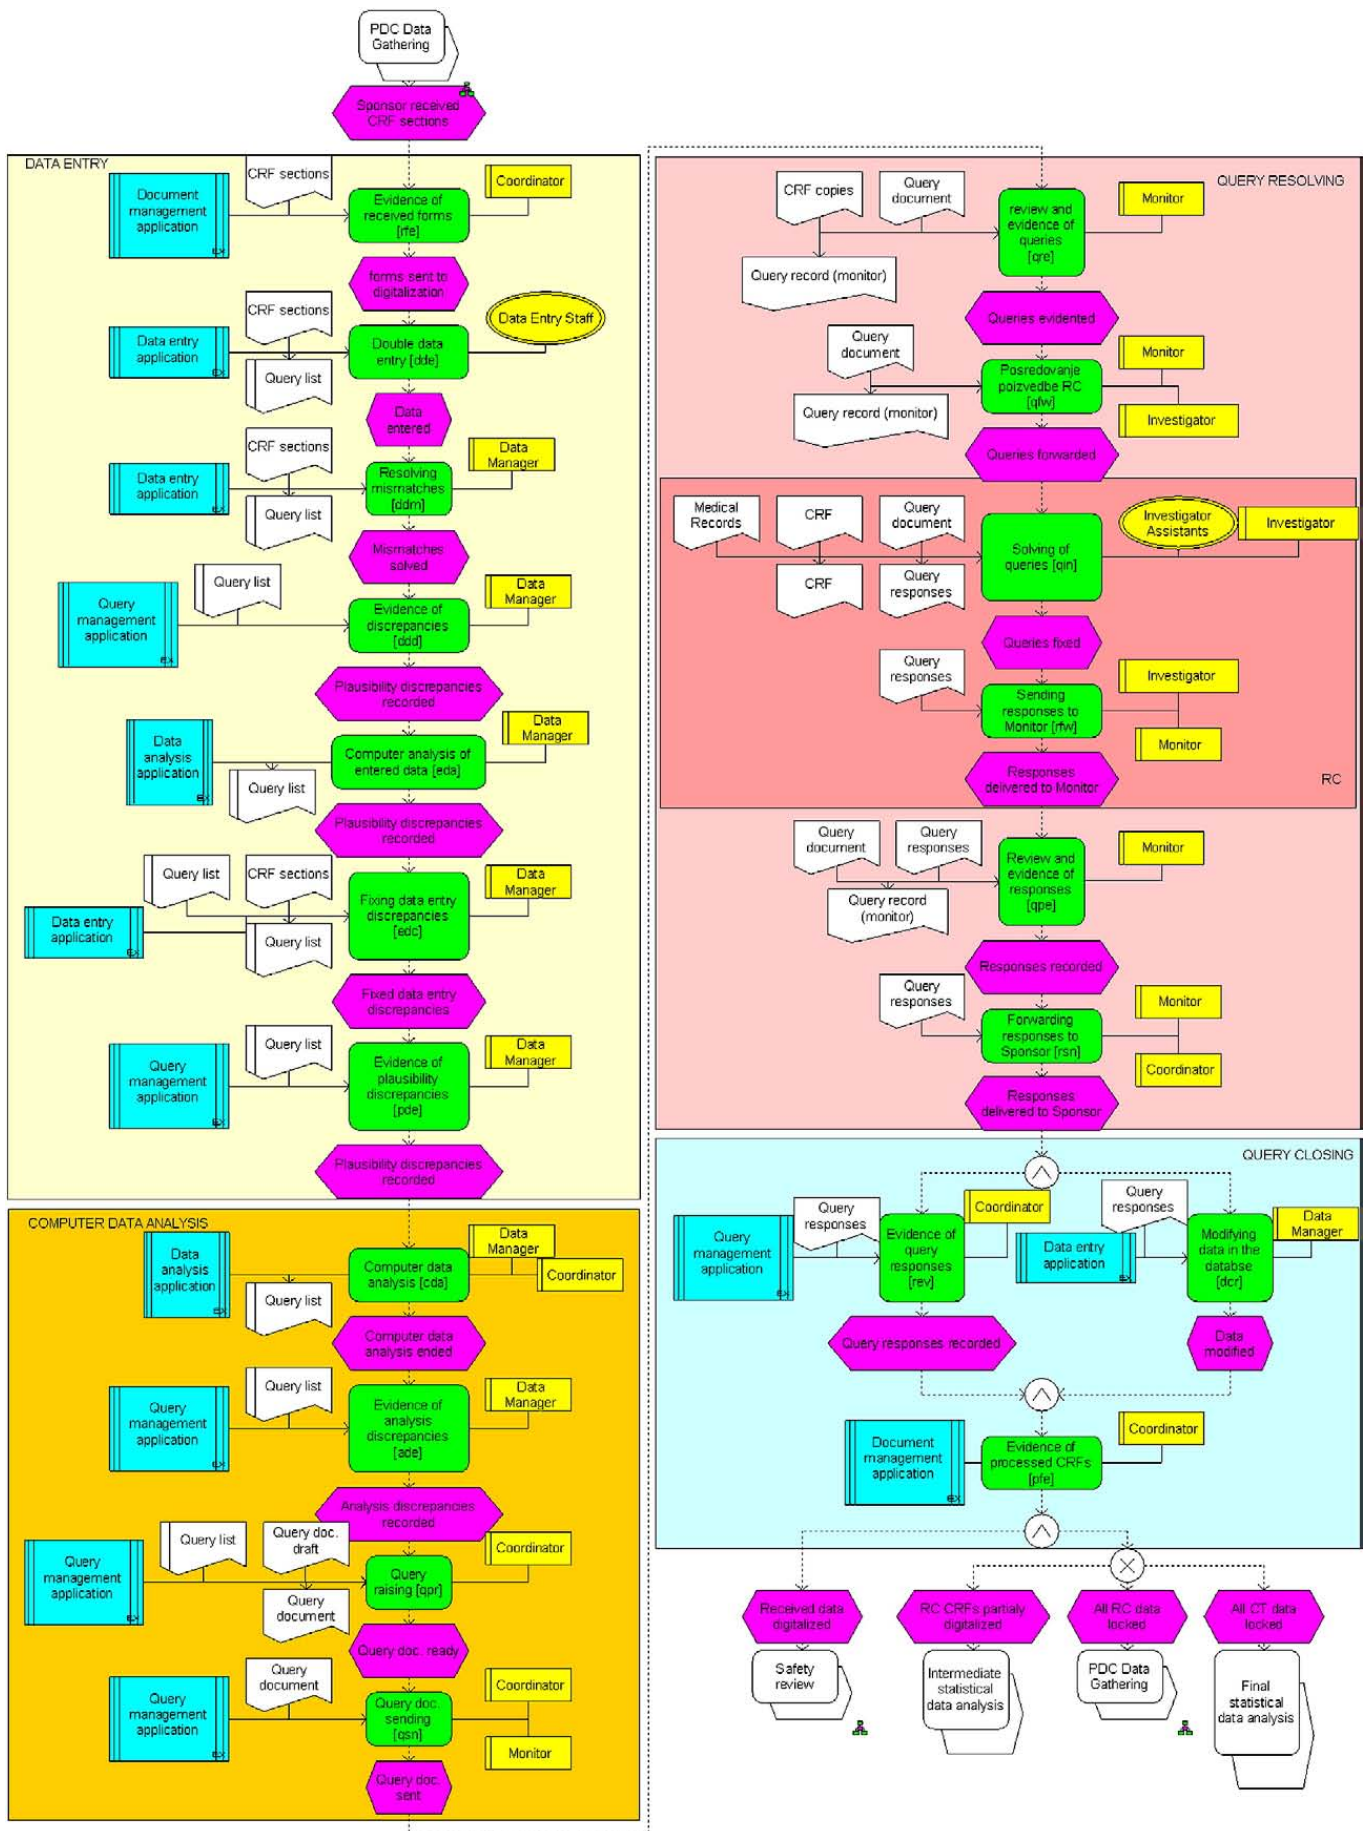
PDC Data Management model (CT – clinical trial, CRF – Case Report Form, RC – research center).
